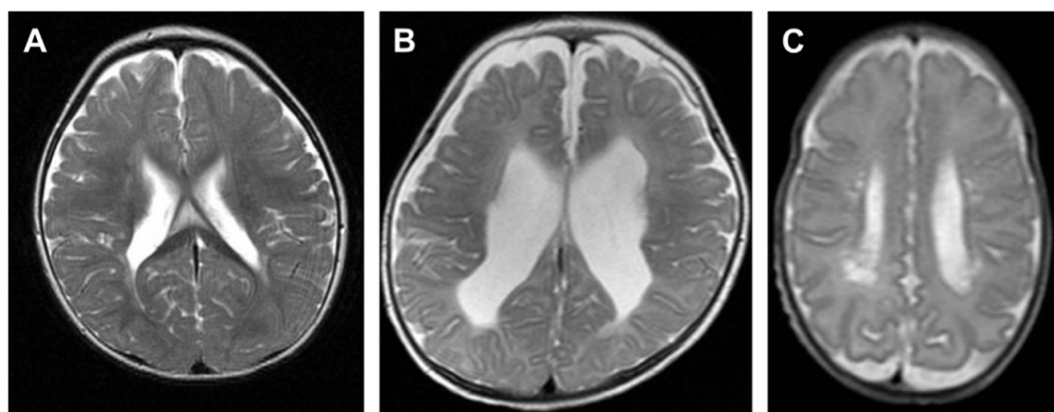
Imagem de ressonância magnética de recém-nascido com LPV. Adaptado de Imamura *et al*³⁴
